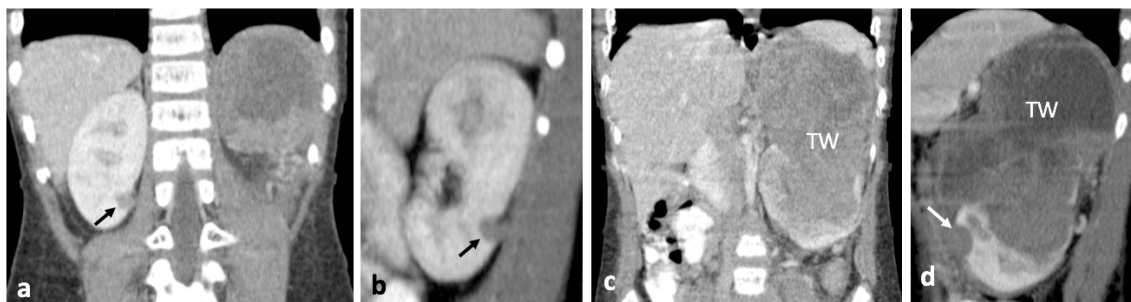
Paciente femenina de 6 años de vida. Tomografía contrastada de abdomen muestra masa sólida del riñón izquierdo con diagnóstico patológico de tumor de Wilms (c y d). En el riñón derecho (flecha negra en a y b) y polo inferior del riñón izquierdo (flecha blanca en d) se observan además dos lesiones sólidas, redondeadas, bien definidas e hipodensas de localización perilobar por restos nefrogénicos multifocales.
